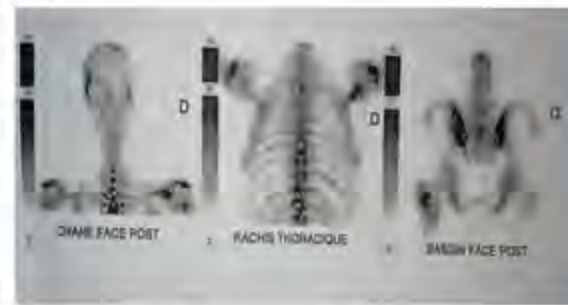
Image de scintigraphie osseuse
